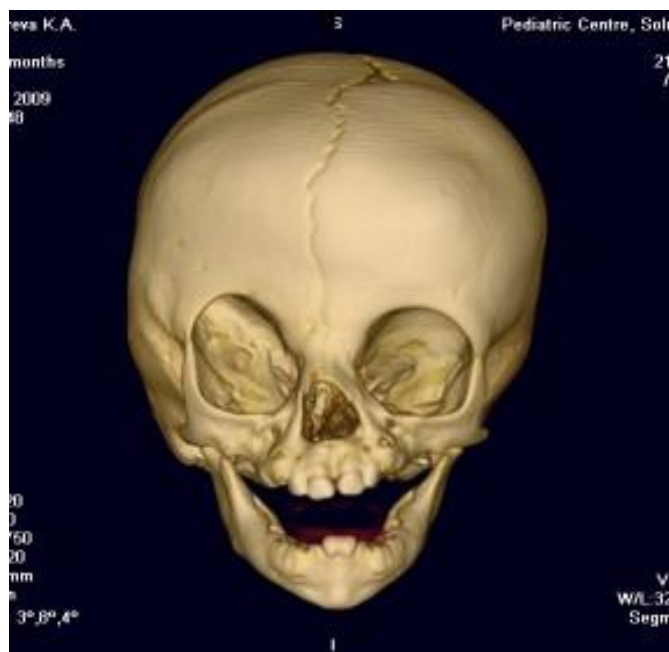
а. КТ-3D. Фронтальная проекция. Отмечается так называемая глазница "шута" – патогномичный признак одностороннего коронарного синостоза, которая развивается вследствие недостаточного опущения большого крыла клиновидной кости во время развития. При этом, как видно из рисунка, у больных происходит расширение глазной щели, смещение верхнеглазничного края и брови в верхнее-заднем направлении (Рис. 6 б).
